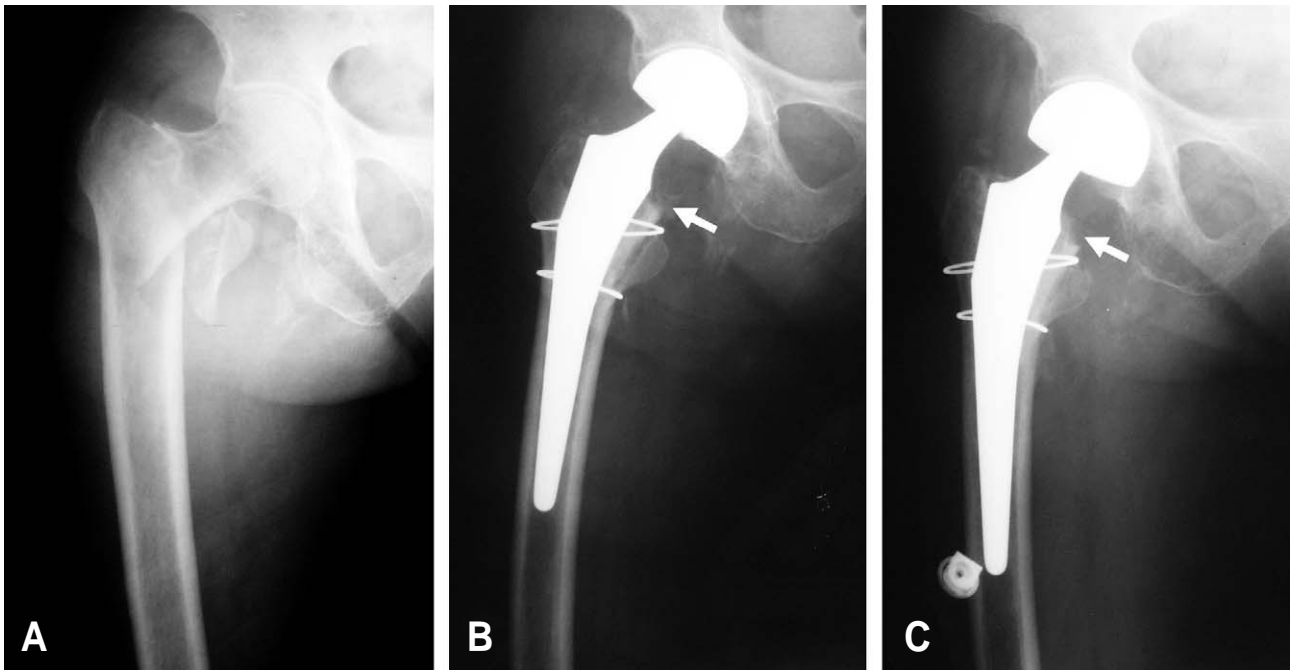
(A) Preoperative radiograph of a 80 year- old woman shows comminuted femoral intertrochanteric fracture. (B) Immediate postoperative radiograph shows stable stem fixation and well reduced fracture fragment with circumferential wires. (C) Post operative 1year radiograph shows femoral stem subsidence (2 millimeter) but hip function was excellent.
